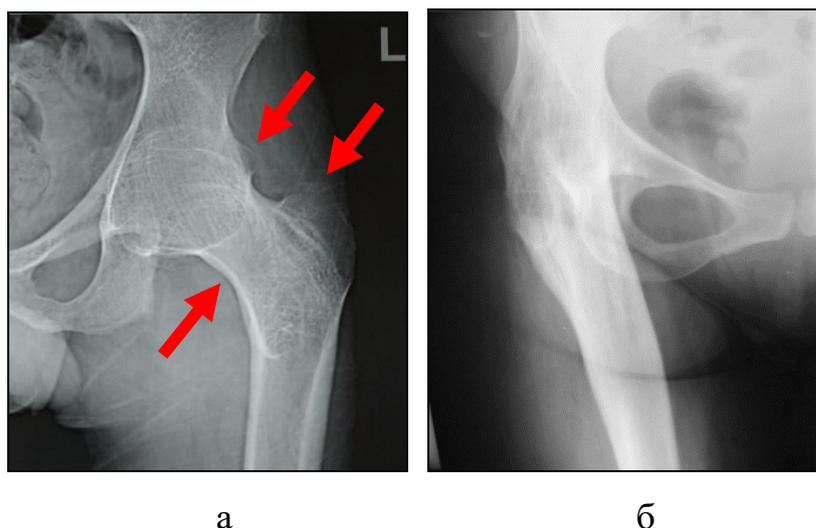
Вариабельность изменения рентгенологической анатомии ТБС при ятрогенных анкилозах: а – визуализируются большой вертел и шейка бедренной кости, а также место перехода головки бедренной кости в вертлужную впадину; б – отсутствие каких-либо из вышеперечисленных анатомических ориентиров
